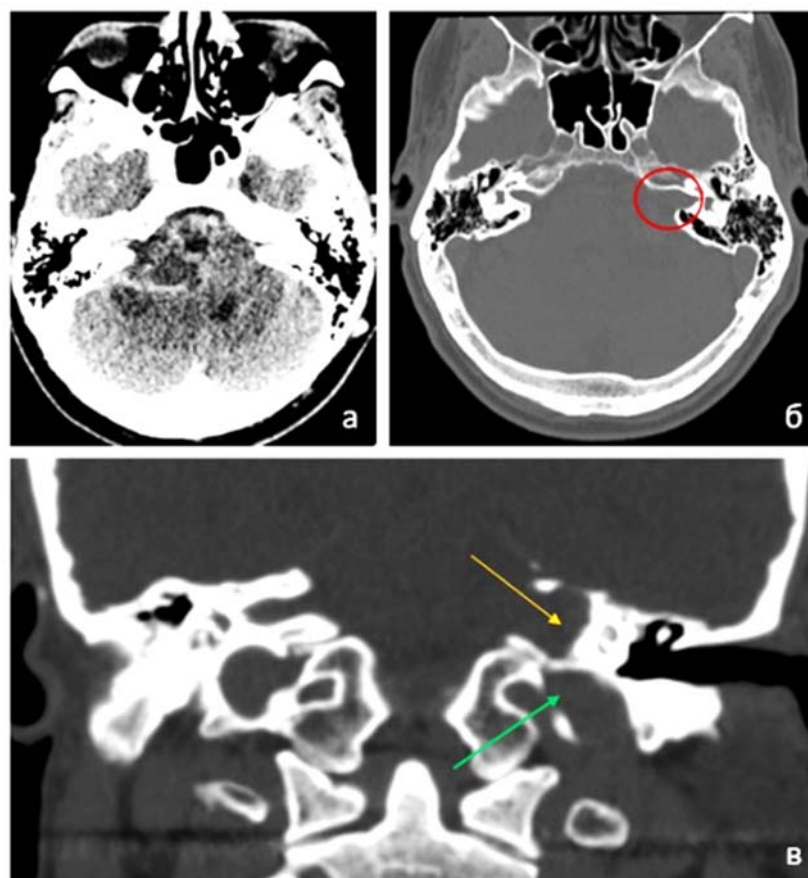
КТ головного мозга: а - накопление контрастного вещества стромой опухоли, кисты при этом гипоинтенсивные, б - расширенный внутренний слуховой проход «симптом акульей пасти», в – высокое стояние луковицы яремной вены (оранжевая стрелка – разрушенный ВСП, зеленая стрелка – луковица яремной вены) [10]
